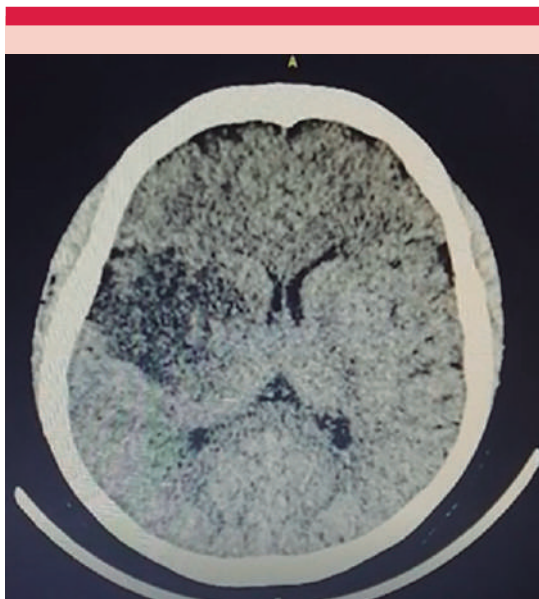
Tomografía de cráneo simple en corte axial con evidencia de hipodensidad parietal izquierda por evento vascular de tipo isquémico.
